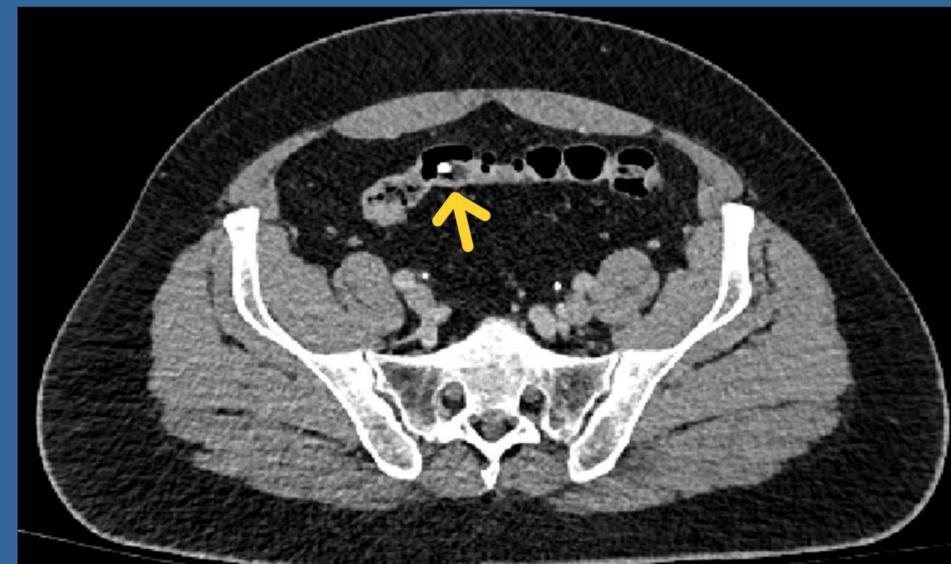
CT-Ξένο σώμα εντός του σιγμοειδούς
